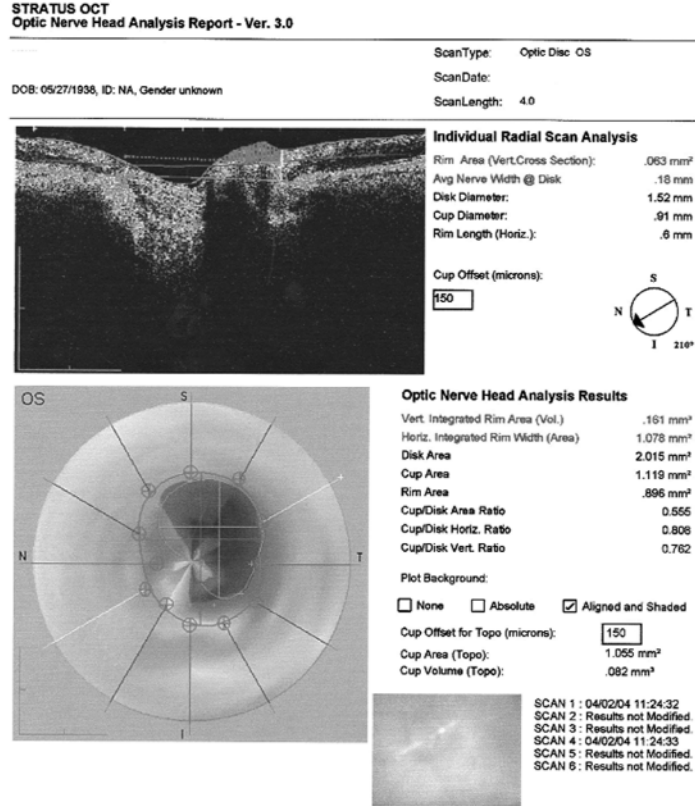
Протокол исследования оптической когерентной томографии больного с нормотензивной ОУГ при 1-й стадии заболевания
